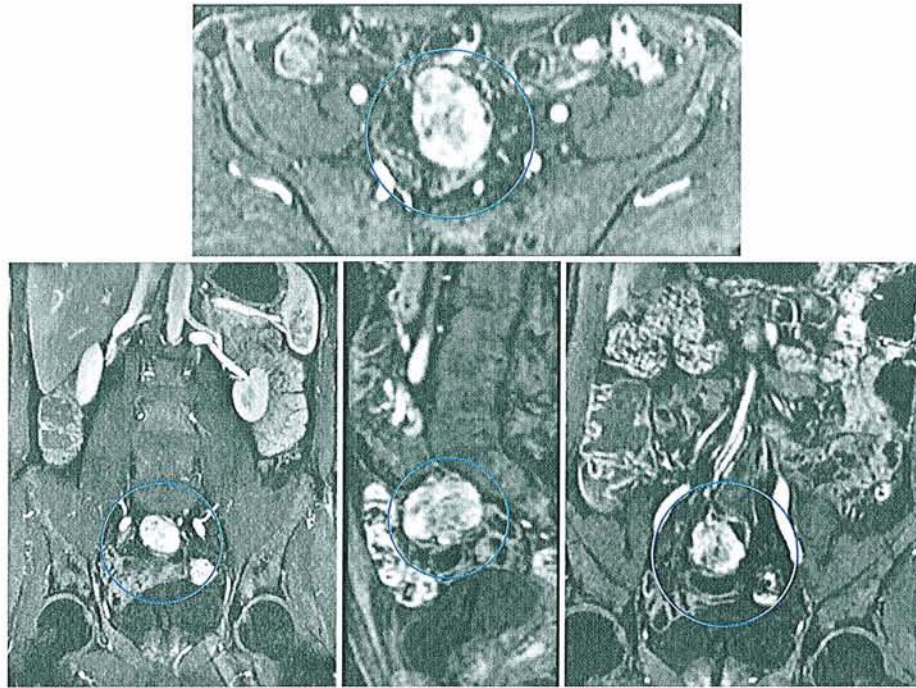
bis : cas n°27, tumeur stromale iléale, l'IRM en séquence LAVA avec injection intraveineuse de produit de contraste (axiale en haut, frontale en bas à gauche, sagittale en bas et au milieu, oblique en bas à droite met très bien en évidence la tumeur et en particulier elle permet de mieux visualiser l'hétérogénéité de la lésion en raison de son excellente résolution en contraste.
